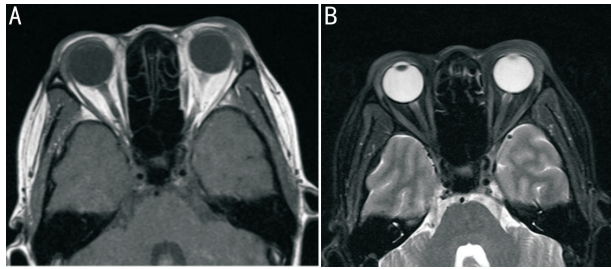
图1患者的MRI影像 A:左侧上睑软组织增厚,边界不清,T1WI低信号;B:左侧上睑软组织增厚影在T2WI上呈高信号。
